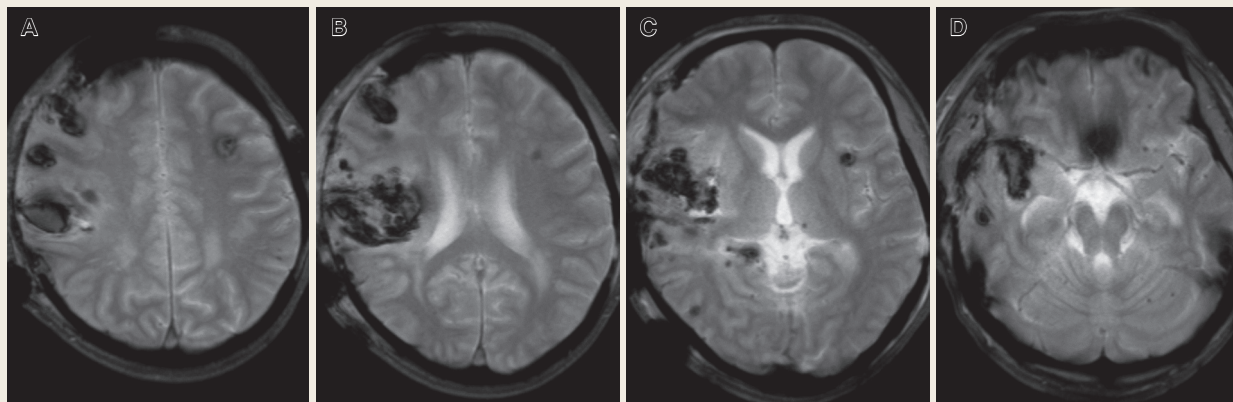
Post-operative brain MRI (T2 star-weighted imaging)
